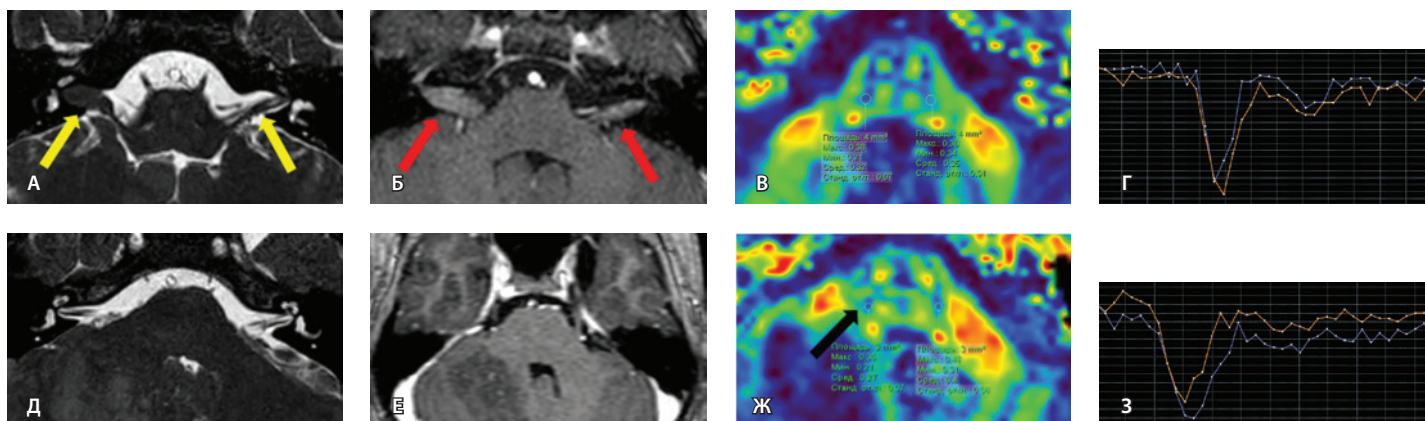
Клиническое наблюдение 2, пациент 6 лет (А, Б, В, Г). Магнитно-резонансная томография (МРТ) головного мозга: А – прицельная T2-SSFP на область мосто-мозжечкового угла; Б – T1-взвешенное изображение с контрастным усилением; В – диффузионно-тензорная МРТ (фракционная анизотропия, ФА); Г – T2*-перфузия. На изображении T2-SSFP отмечается утолщение корешков лицевого, вестибуло-кохлеарного нервов во внутренних слуховых проходах (А, желтые стрелки) и интенсивное накопление ими контрастного вещества (Б, красные стрелки). На уровне моторных ядер лицевых нервов в заднем отделе варолиевого моста значения ФА симметричны (В), признаков гипо-/гиперперфузии не выявлено (Г).
